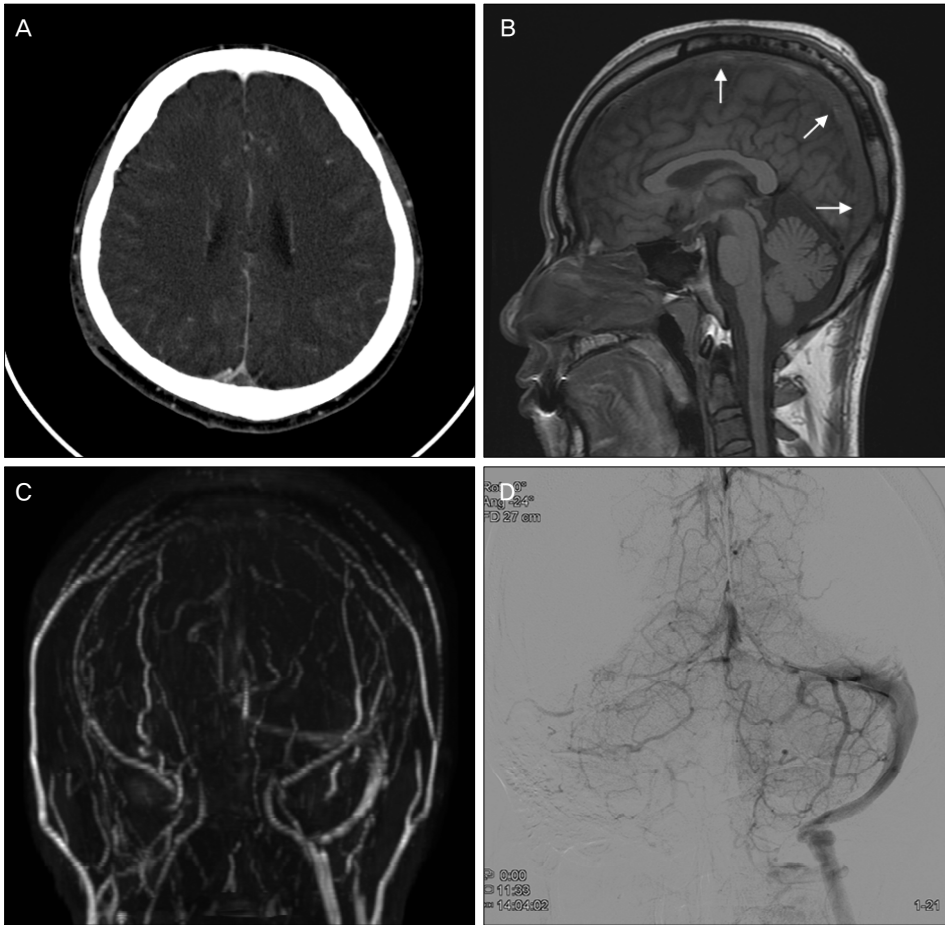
(A) Empty delta sign is seen at the superior sagittal sinus on initial enhanced computerized tomography. (B) High signal intensity throughout the superior sagittal sinus suggesting thrombosis is revealed on T1-weighted sagittal MRI. (C) The superior sagittal sinus, right transverse and sigmoid sinus, and ipsilateral internal jugular vein are not delineated on MR venogram. (D) Additionally, severe stenosis is seen on a transition area between superior sagittal sinus and left transverse sinus on anterior-posterior views of digital subtraction cerebral angiography.
